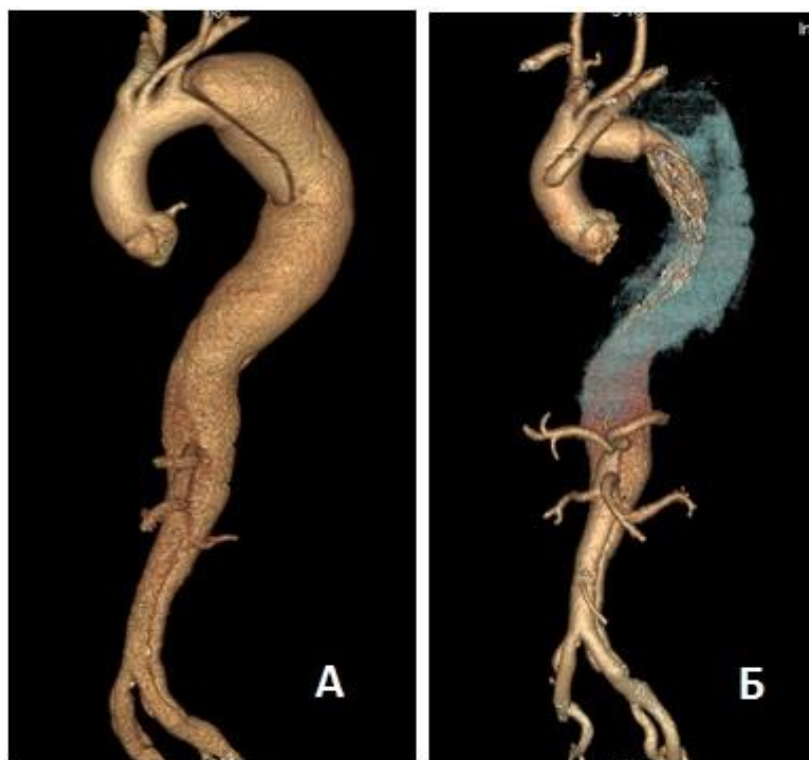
МСКТ-аортография пациента Ф. Расслоение аорты тип В:
